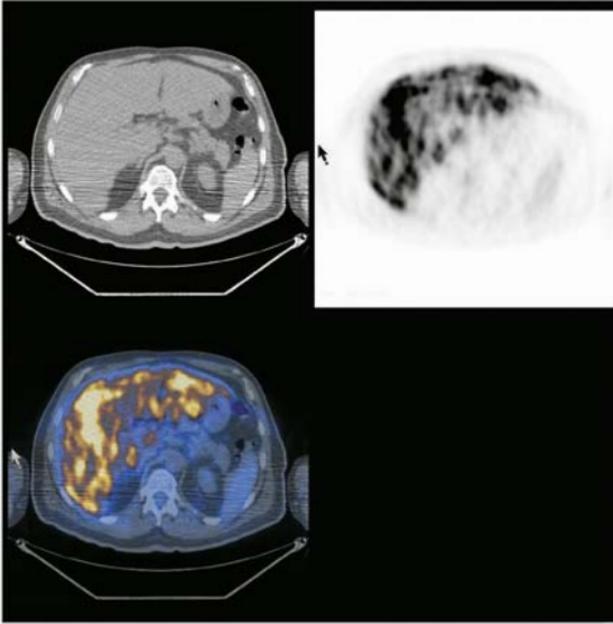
Melanoma con metastasi epatiche diffuse. Quadro TC normale
